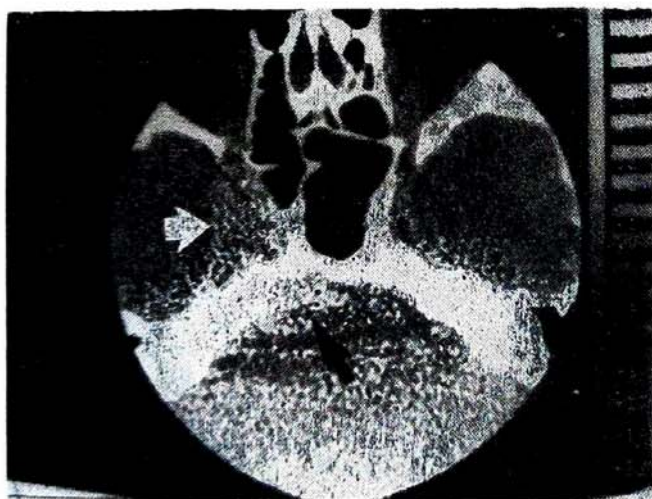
Caso 2. Tomografia computadorizada com contraste, evidenciando a presença de massa hipercaptante na região do seio cavernoso esquerdo (seta branca) estendendo-se também para a fossa posterior (seta preta)
